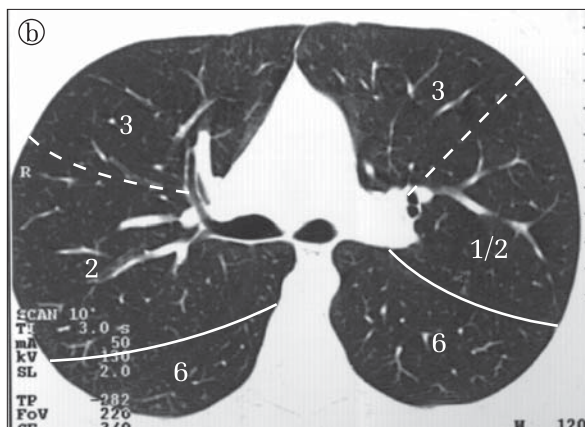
Secțiuni CT toracice axiale în fereastra de parenchim pulmonar. Anatomia segmentelor plămânului.
